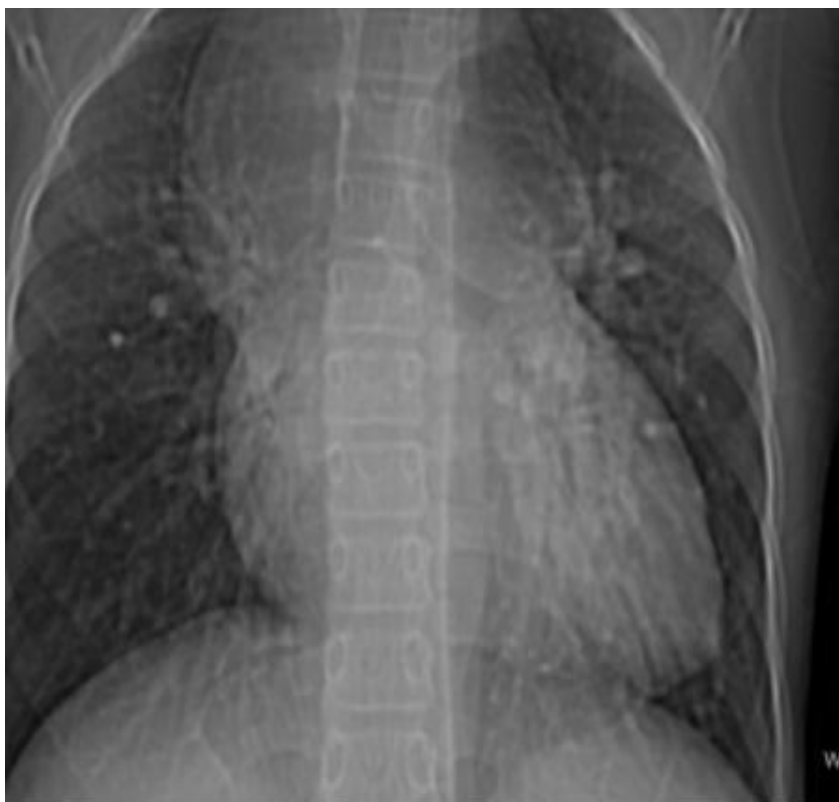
radiographie du thorax de face montrant un RVPAT supra diaphragmatique avec image classique en bonhomme de neige d'après [50].
